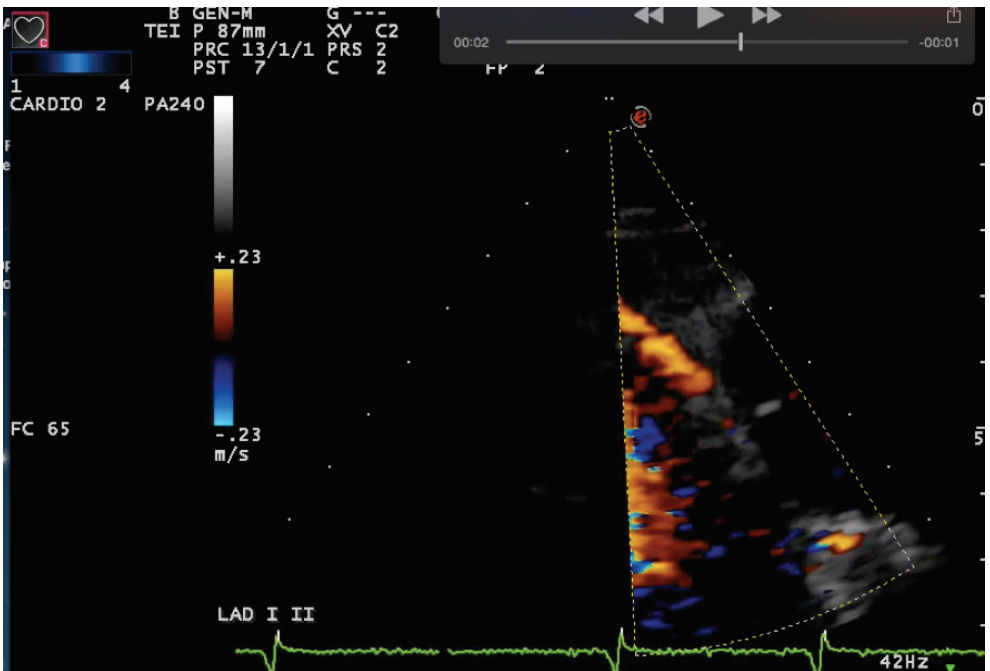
Modalità di analisi con tecnica color Doppler del tratto medio della coronaria discendente anteriore.
